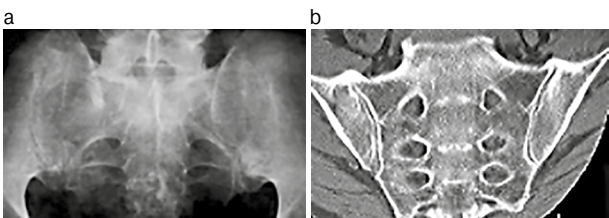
Остеоартроз КПС у 39-летней пациентки со сколиозом и болями воспалительного типа в области крестца. На КТ отмечаются неровность суставных поверхностей, их локальное сужение (преимущественно слева), двусторонний субхондральный склероз подвздошных костей и краевые остеофиты (слева), эрозий не обнаружено (заимствовано из [22]).
